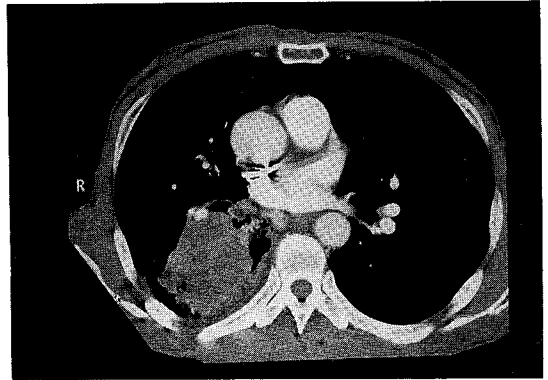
Chest CT scan showed that mass with heterogenous attenuation on superior segment of right lower lobe with enlarged subcarinal lymph node.
